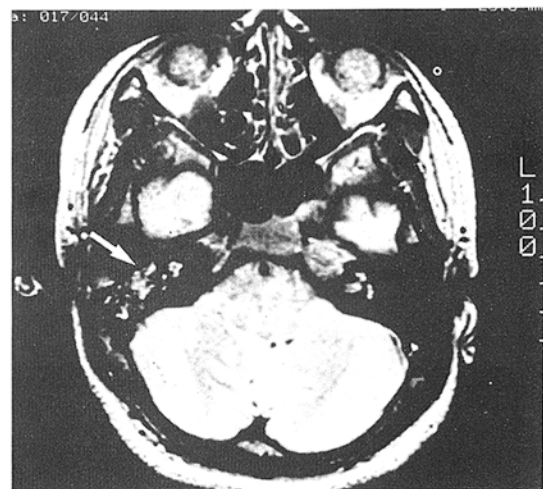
Axial T2 MRI. The mass is isointense or hyperintense to brain on T2 image(white arrow).
